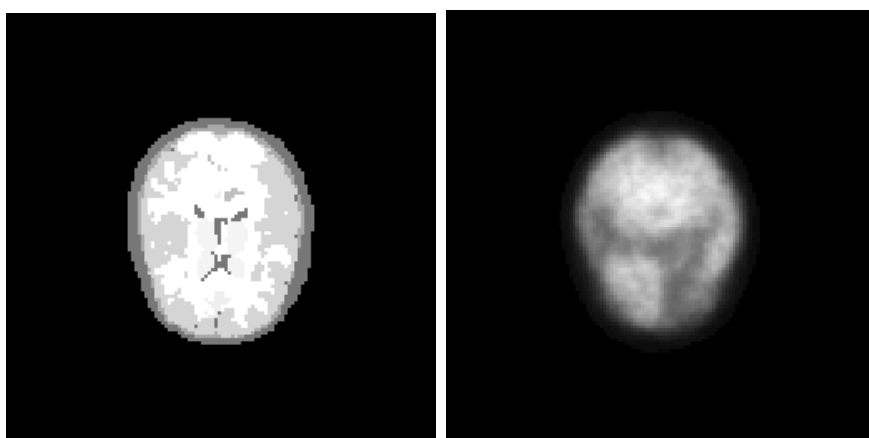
Corte de un fantoma virtual cerebral (izquierda) y de un SPECT simulado a partir de ese fantoma (derecha).
